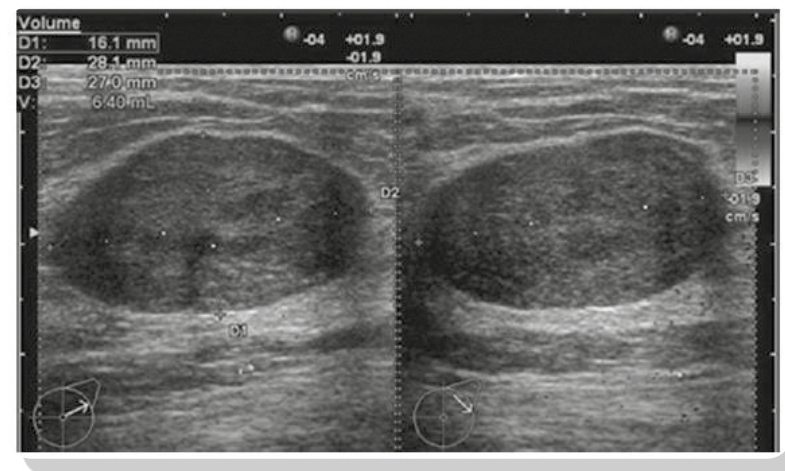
Fibroadenoma mamario (Aristida Colan: Atlas of full breast ultrasonography; 2016, pág. 123)
